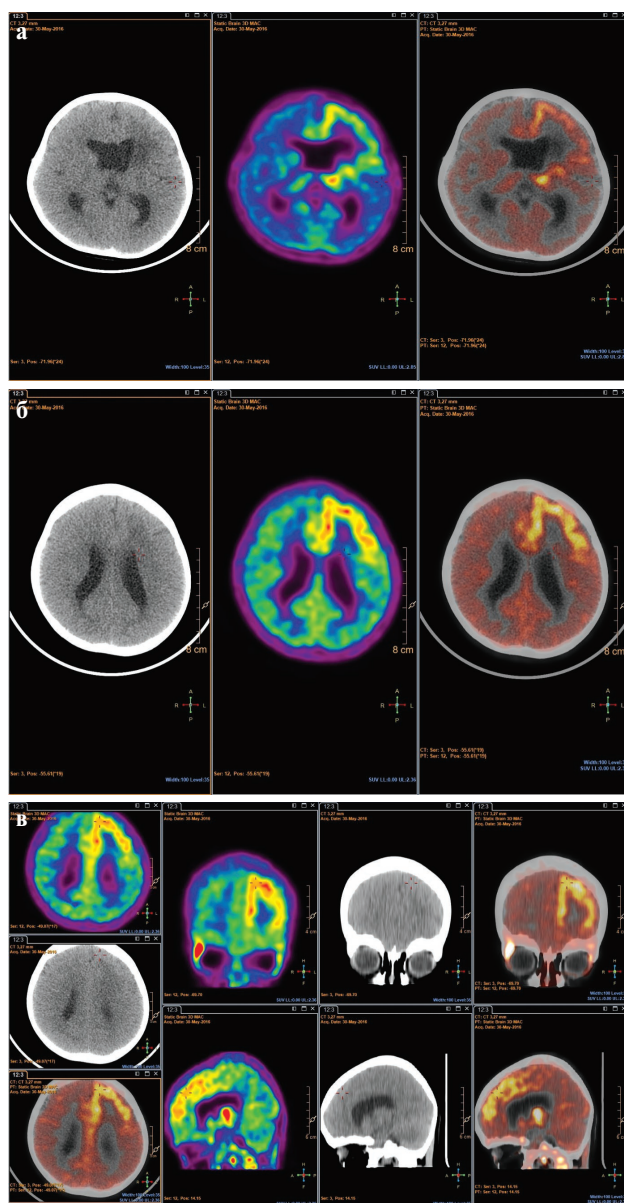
Изображения ПЭТ/КТ головного мозга с метионином. Пациент Ф., 4 года. Диагноз: X-сцепленная аденолейкодистрофия.
